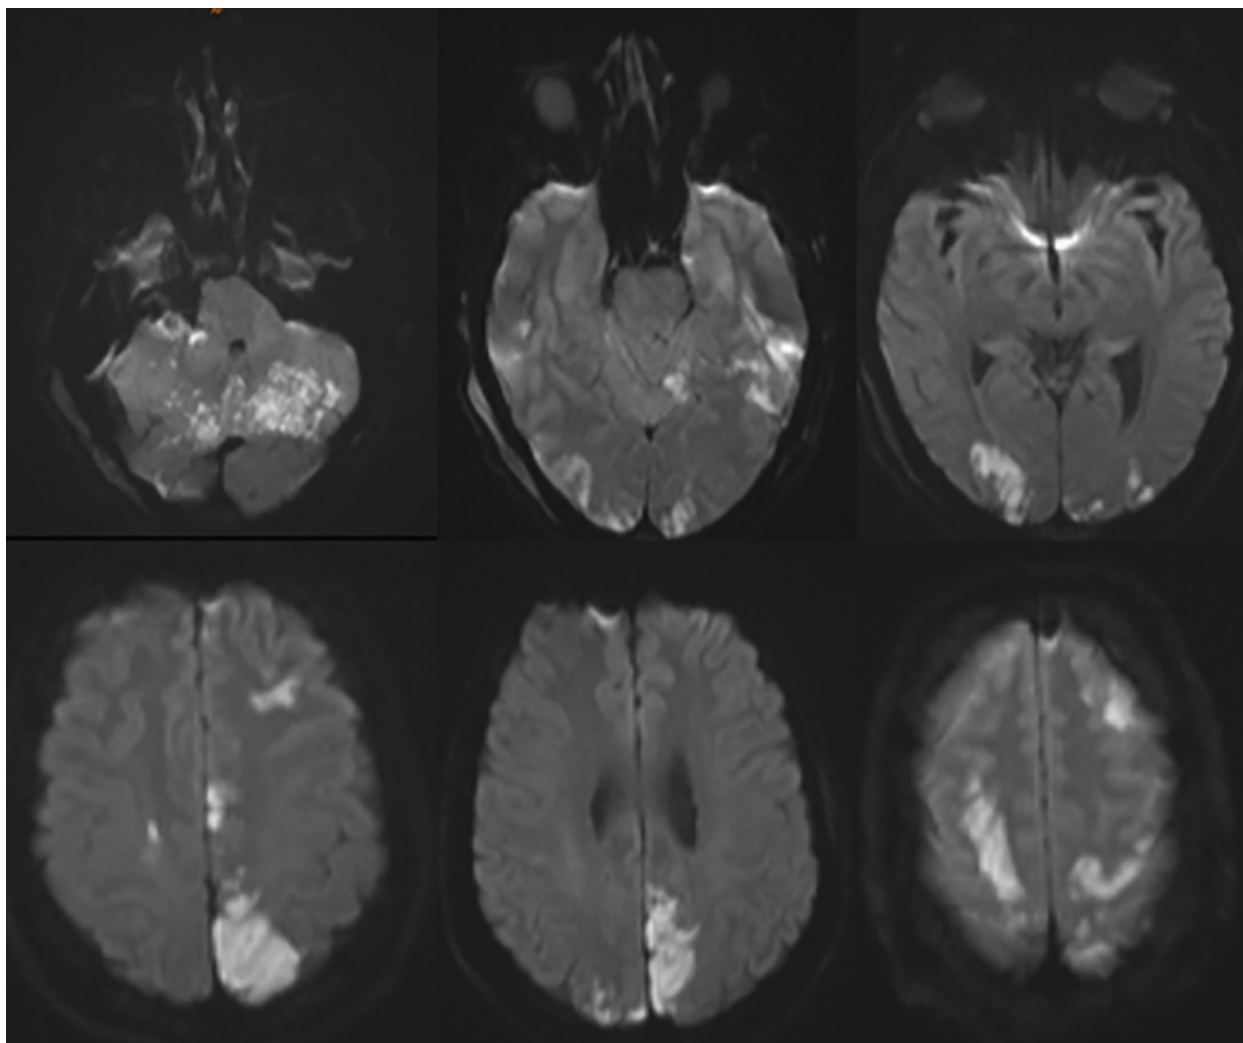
Результаты магнитно-резонансной томографии пациентки В. в режиме DWI: множественные очаги ограничения диффузии в супра- и субтенториальных структурах с обеих сторон
